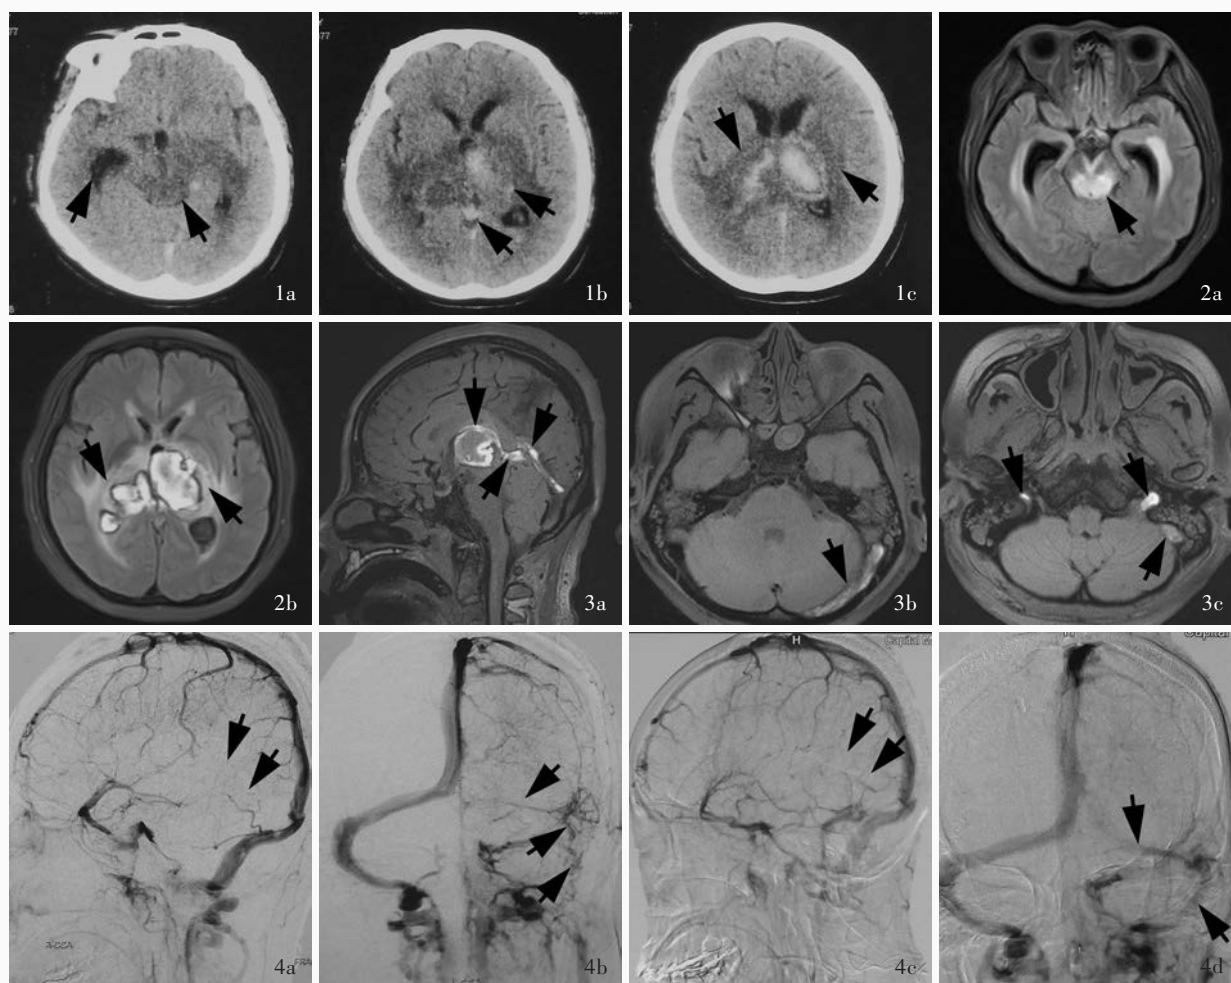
入院时头部横断面 CT 检查所见 1a 中脑呈低密度影(箭头所示),右侧侧脑室颞角扩大 1b,1c 双侧丘脑出血伴周围水肿(箭头所示),直窦和 Galen 静脉密度增高 图 2 入院时头部 MRI 检查所见 2a 通过中脑的横断面 FLAIR 成像显示,中脑呈高信号影(箭头所示),双侧侧脑室颞角扩大 2b 通过丘脑的横断面 FLAIR 成像显示,双侧丘脑出血周围明显水肿(箭头所示) 图 3 入院时 MRBTI 检查所见 3a 矢状位可见直窦、Galen 静脉和大脑内静脉高信号影,提示血栓形成(箭头所示);并可见丘脑高信号影,提示出血 3b 横断面可见左侧横窦高信号影,提示血栓形成(箭头所示) 3c 横断面可见左侧乙状窦和双侧颈内静脉出口处高信号影,提示血栓形成(箭头所示) 图 4 入院第 2 天 DSA 检查所见 4a 术前侧位像显示,直窦、左侧横窦、乙状窦未显影,双侧颈内静脉 J3 段未显影,提示血栓形成(箭头所示) 4b 术前正位像显示,直窦、左侧横窦、乙状窦未显影,双侧颈内静脉 J3 段未显影,提示血栓形成(箭头所示) 4c 术后侧位像显示,左侧横窦、乙状窦略显影,直窦仍未显影(箭头所示) 4d 术后正位像显示,左侧横窦、乙状窦略显影,直窦仍未显影(箭头所示)
